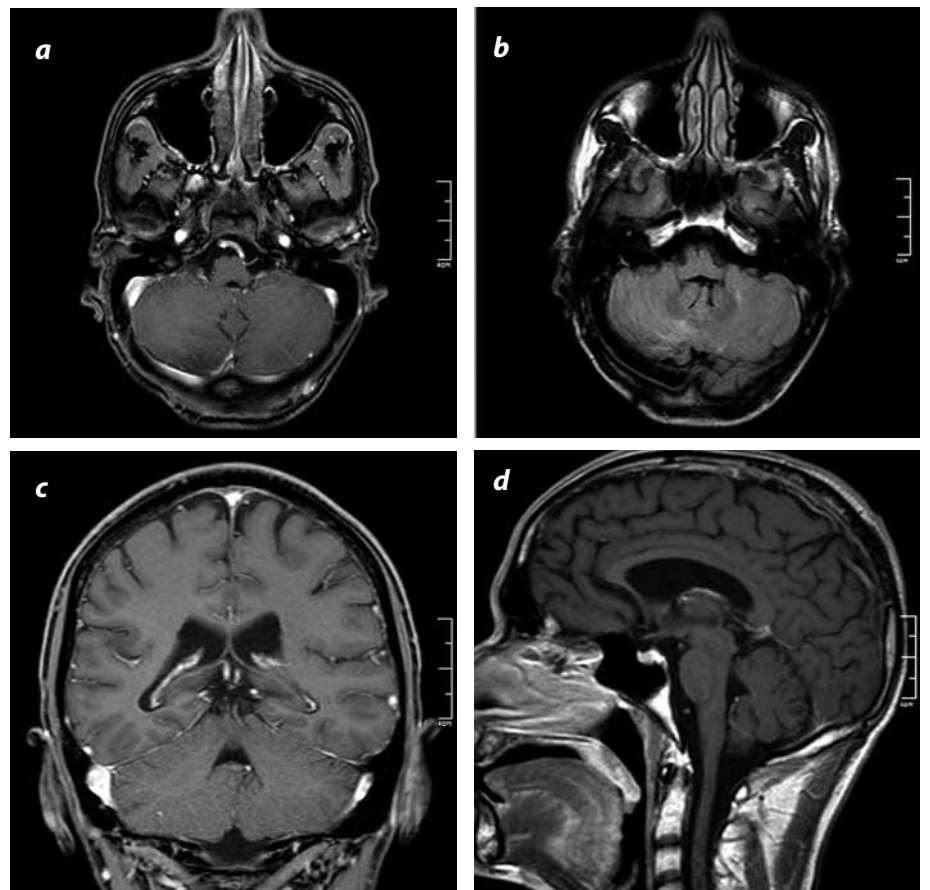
Hombre de 31 años. Control postquirúrgico y postradioterapia. (a) Plano axial con la información T2 y medio de contraste. (b) Secuencia FLAIR con información T2, (c y d) Planos coronal y sagital con información T1 y medio de contraste. Las lesiones cerebelosas han desaparecido. No hay evidencia de realces meningeos o parenquimatosos modulares.
